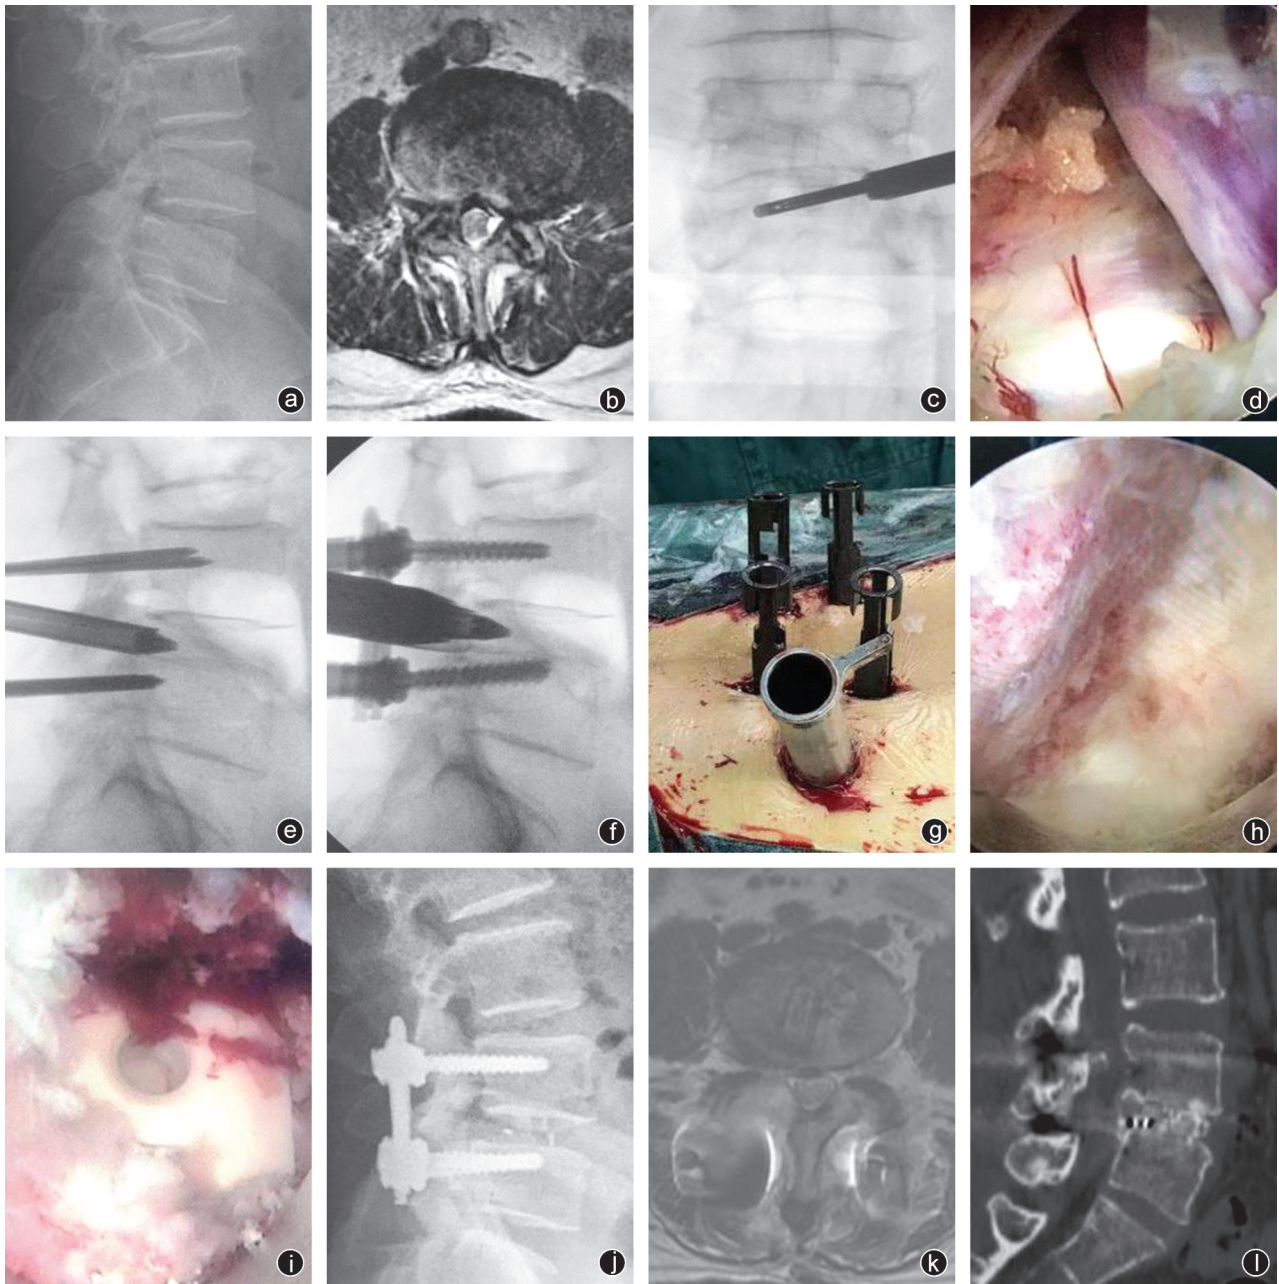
病人,女,64岁, L_4 退行性滑脱并 L_4 - L_5 椎管狭窄,行内镜下椎间融合联合经皮椎弓根螺钉内固定术 a:术前腰椎侧位X线片提示 L_4 向前滑脱;b:术前腰椎MRI提示 L_4 - L_5 椎管狭窄;c:内镜下进行椎管减压;d:完成神经根松解;e:经皮穿刺插入导针;f、g:顺导针置入螺钉进行复位、固定,并更换大工作通道进行刮除终板软骨;h:终板软骨刮除后,可见骨面渗血良好;i:置入椎间融合器,内镜下探查融合器位置良好;j:术后复查X线片提示滑脱复位满意,内固定及椎间融合器位置正确;k:术后复查MRI提示椎管已彻底减压,硬膜囊及神经根无明显受压;l:术后12个月复查CT提示椎间有骨小梁通过,融合效果良好
